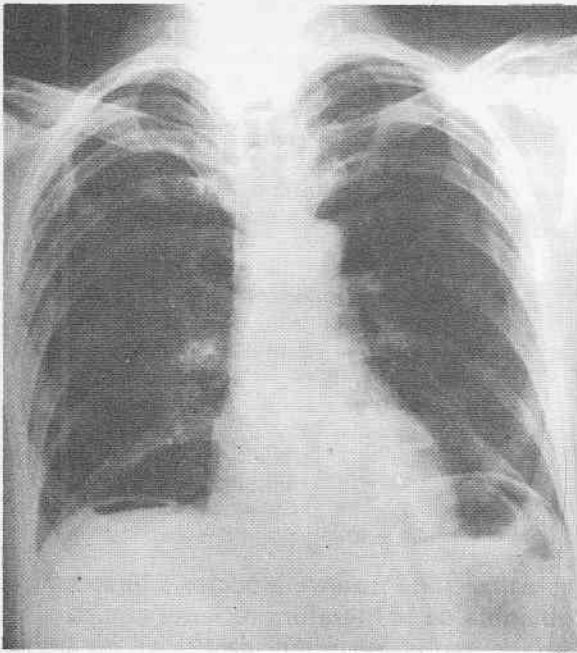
Radiografía de tórax preoperatoria. Neumoperitoneo.
